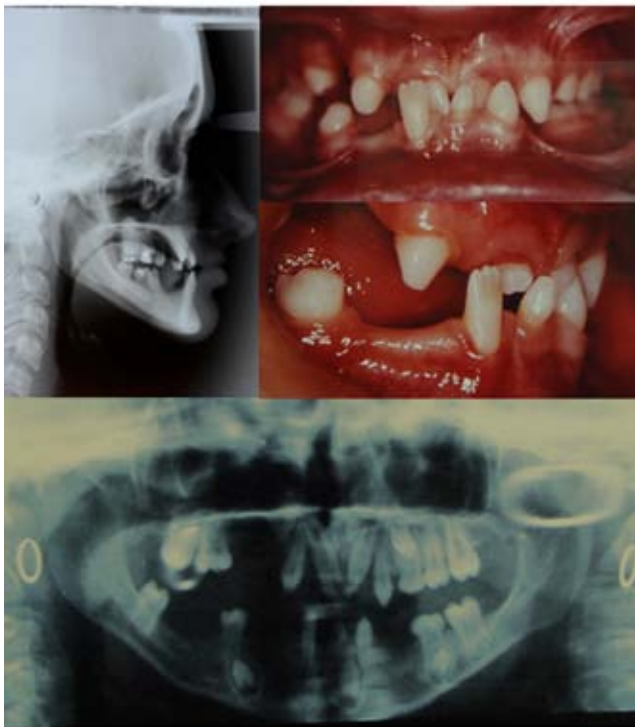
Case 2: an intraoral photograph – occlusal conditions and malformation of the teeth; an orthopantomogram – absence of 9 permanent tooth buds; a lateral cephalogram of the head – skeletal class III.
